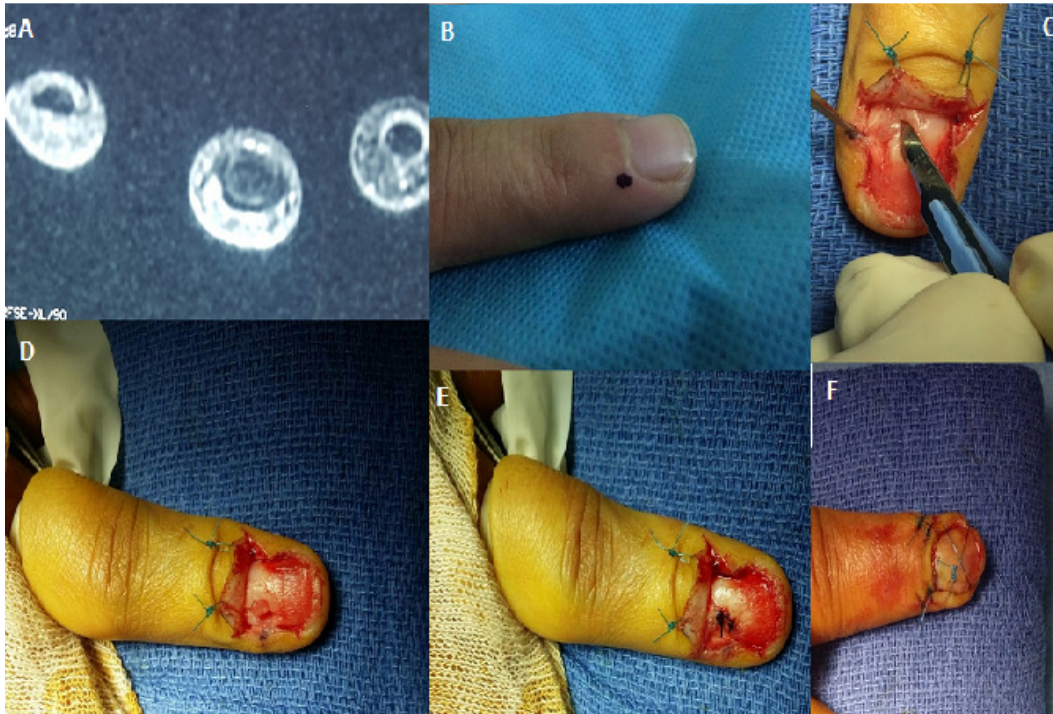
A) IRM de la main droite montrant une tumeur sous unguéale de l'index; B) repérage pré opératoire de la tumeur; C) exérèse de la tumeur; D) isolement de la tumeur glomique; E) suture de la matrice unguéale après exérèse de la tumeur; F) aspect final du doigt après repositionnement de l'ongle
